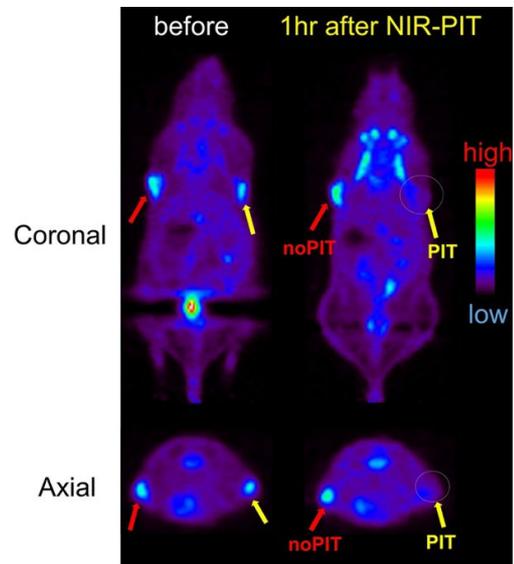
NIR-PIT 前後に撮像した $[^{18}\text{F}]\text{FDG-PET}$ 画像。マウスの両肩に腫瘍を移植し、右肩のみに NIR-PIT を実施。治療前と治療 1 時間後に画像を取得。
